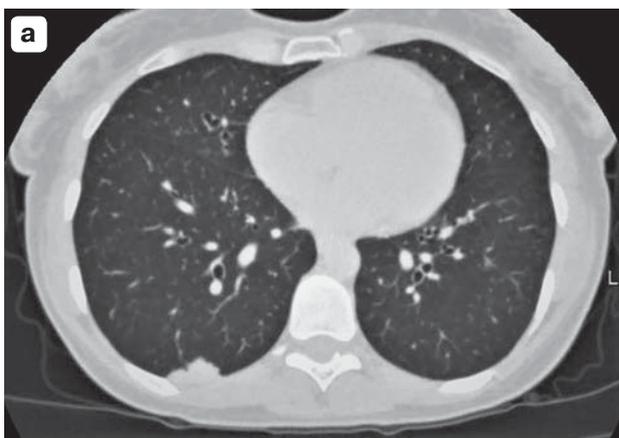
МСКТ органов грудной клетки. а – аксиальная проекция: в S_x справа очаговое образование без воздушной прослойки с костальной плеврой; б – аксиальная проекция: в S_v справа две очаговые тени размером до 0,5 см и до 1,1 см без воздушной прослойки с костальной плеврой до 1,0 см, в S_x слева многоузловое образование с бугристыми контурами.
